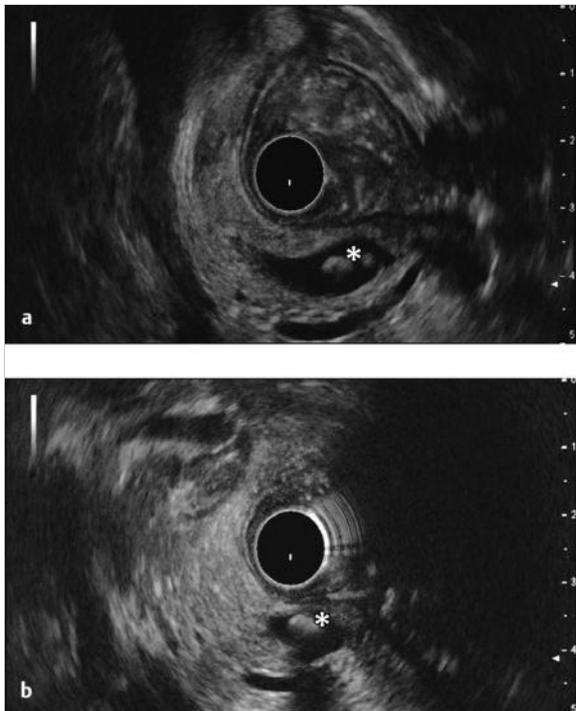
Akute Pankreatitis. Endosonografisches Bild einer Choledocholithiasis.
